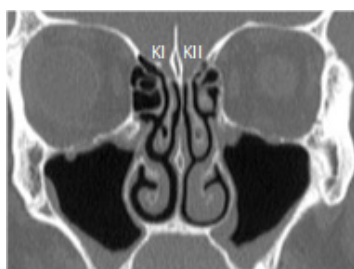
Corte coronal de TC revelando Keros tipo I à direita (K I) e tipo II (K II) à esquerda (janela óssea).
